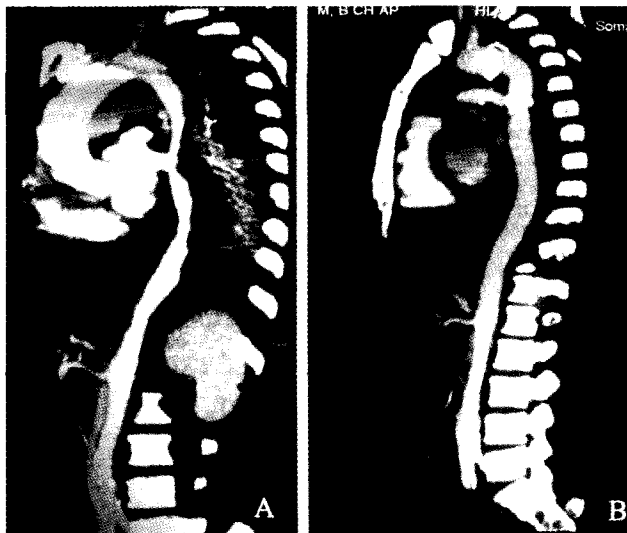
Sagittal views of CT scans. Preoperative CT scan showed a dissected collapsed true lumen at the thoracic descending aorta (A) and postoperative CT scan showed a corrected true lumen with replacement of a vascular graft (B).
